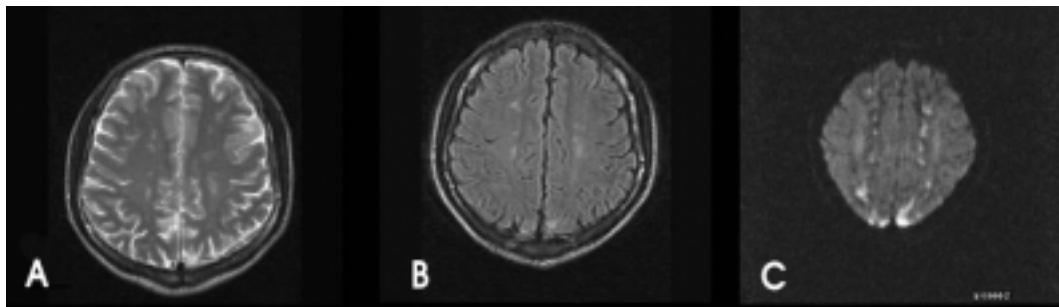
Brain MRI of the patient. Axial T2-weighted (A), FLAIR (B) and Diffusion-weighted images (C) reveal multiple high signal intensities in both deep white matter between the branches of anterior and middle cerebral arteries and between the branches of middle and posterior cerebral arteries.
